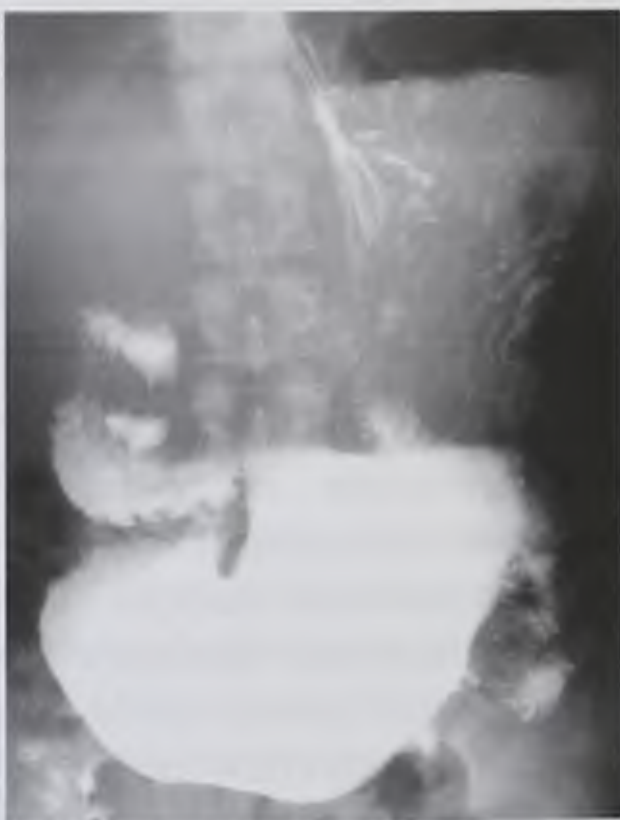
Рентгенограмма желудка. Стеноз выходного отдела желудка
